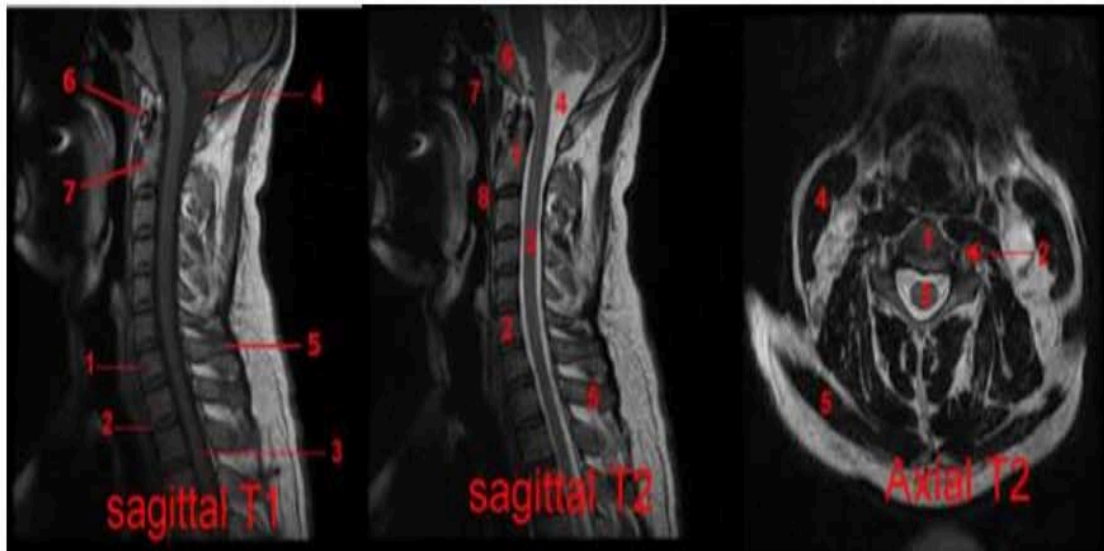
IRM du rachis cervicale normale en séquence sagittale T1, T2, et axiale T2 montrant la différence de signal du LCR. En T1, les liquides sont hypo-intenses (sombres). En T2 les liquides sont hyper-intenses (brillants). [115]
